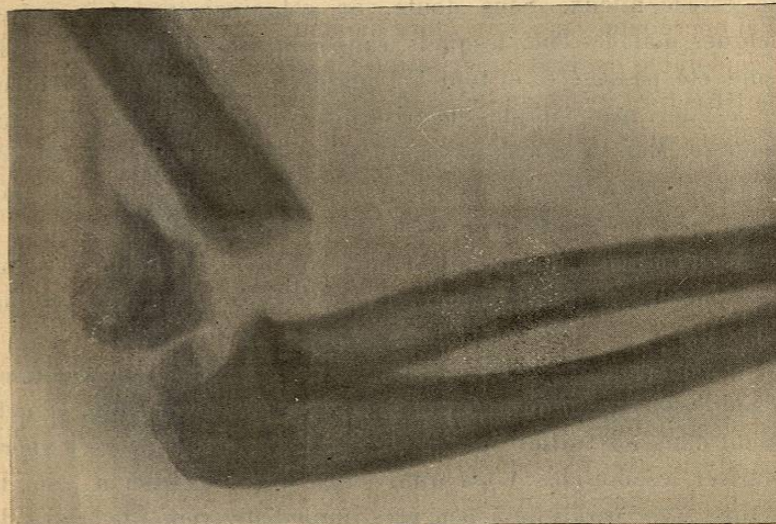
Garçon de 5 ans. Radiographie au 13<sup>e</sup> jour d'une fracture supra-condylienne. Névrite légère du médian. Réduction sanglante.
